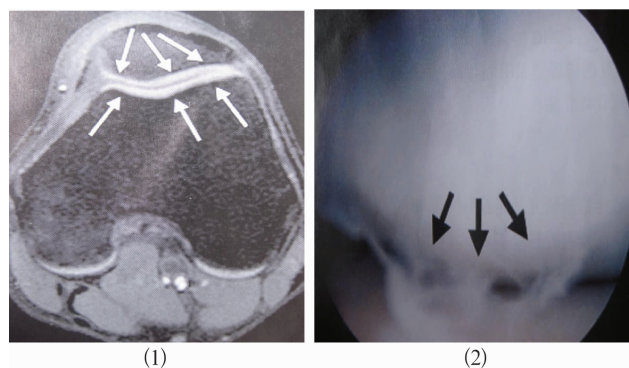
膝关节轴向脂肪抑制 T1 加权像和对应关节镜下表现 (1)膝关节轴向脂肪抑制 T1 加权像 MRI 提示完整的软骨面(箭头所示) (2)关节镜下髌骨关节面 I 度软骨软化(箭头所示)
